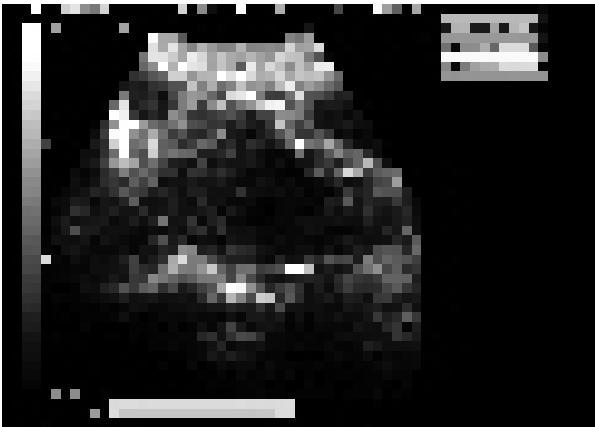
Trans-abdominal Ultrasound showing foetus separate from uterus and close to maternal anterior abdominal wall. BL – Maternal Bladder.
